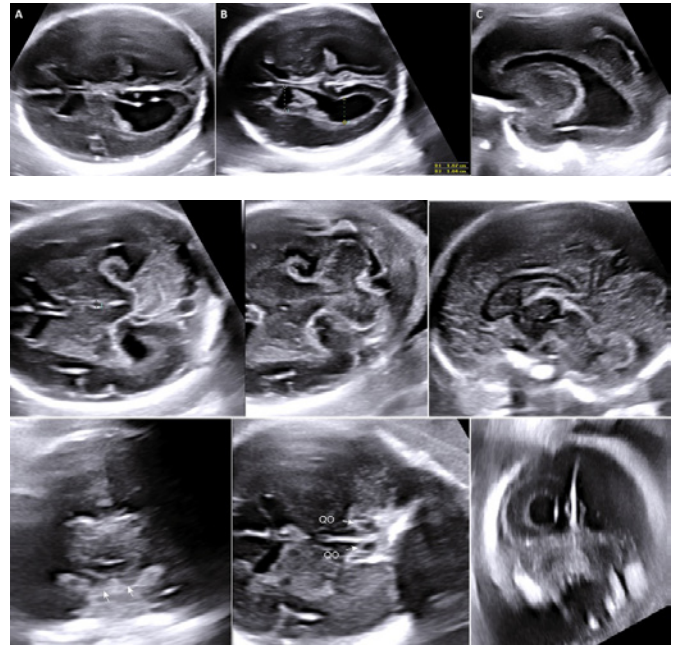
Neurosonografía fetal. A, B, C: evaluación de la ventriculomegalia. Imágenes de la línea media posterior y la fosa posterior. Las flechas indican el quiasma óptico.
